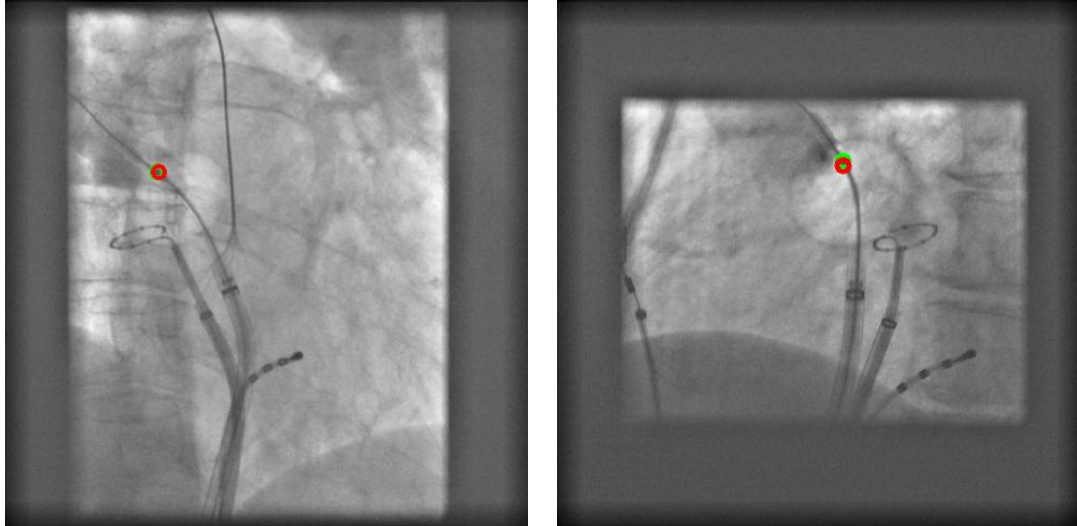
Beispiel für den detektierten Röntgenmarker eines Kryoballoons in der A- und B-Ebene eines Biplan-Röntgensystems.
